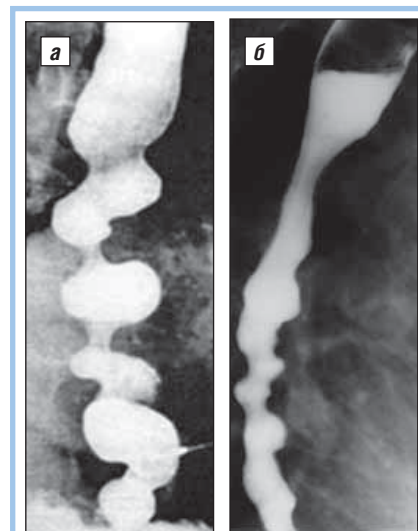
Рентгенограммы: диффузный эзофагоспазм (синдром Барсон-Тешендорфа) — штопорообразная деформация пищевода
